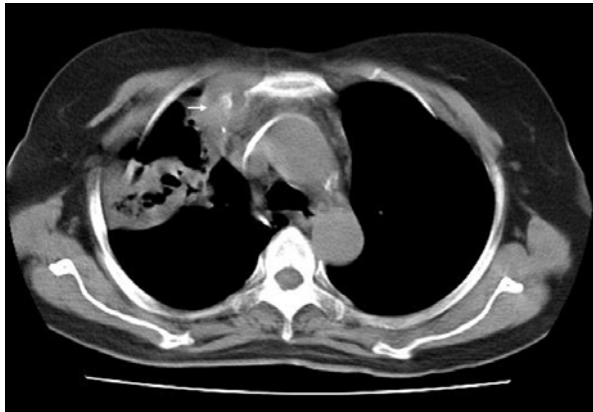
Preoperative chest CT: Well demarcated hazy density on the right anterior mediastinum (arrow) and pneumonic consolidation with partial necrosis are seen.
